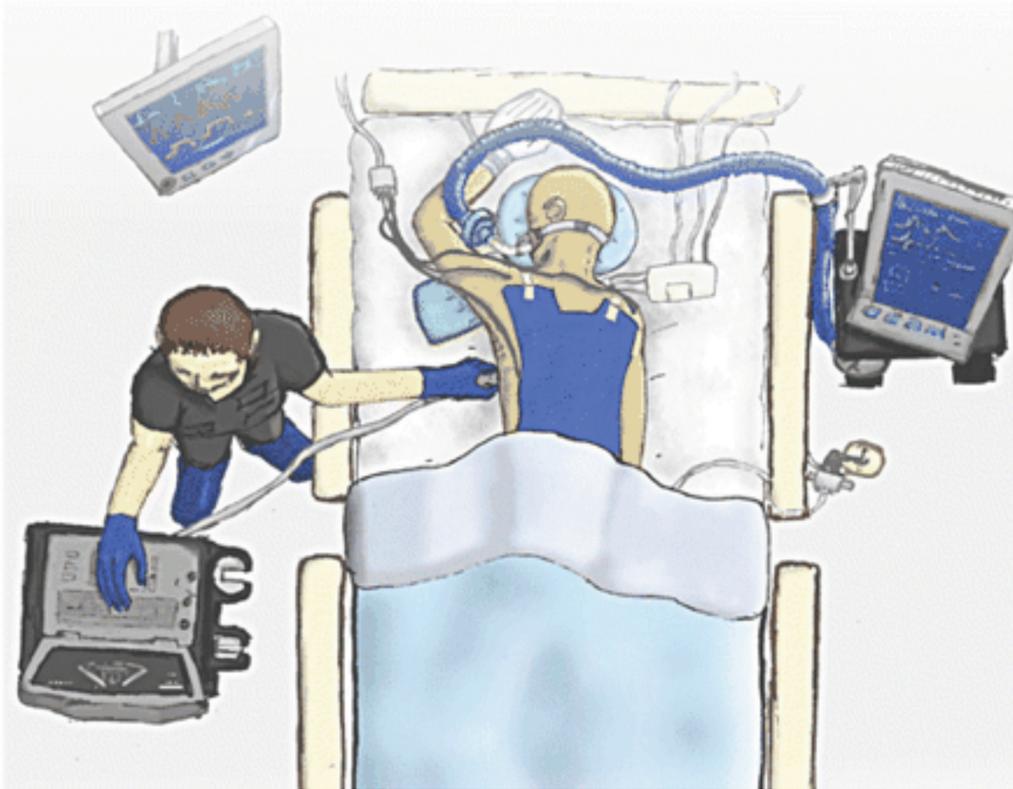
Ecocardiograma en el paciente ventilado en posición de pronación.
